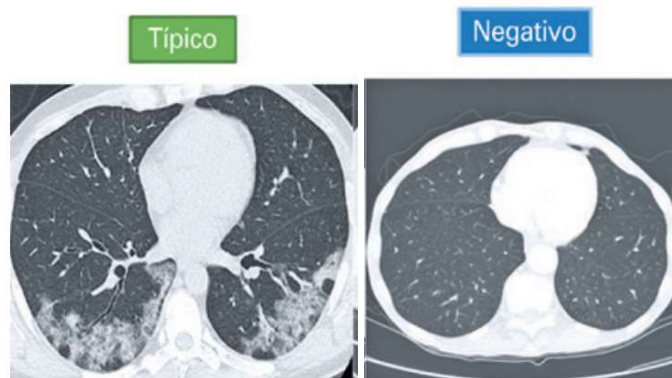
Imagens axiais de tomografia computadorizada de tórax sem contraste, mostrando pulmões com padrão típico de COVID-19 (opacidades em vidro fosco periféricas bilaterais) e negativo para COVID-19
